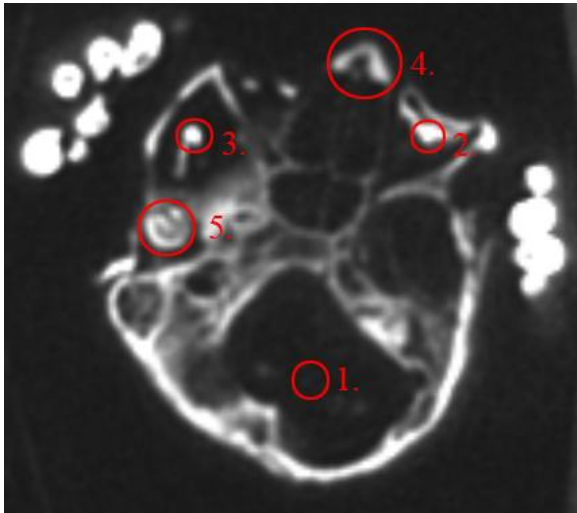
Peru, Bild 3, MRT
